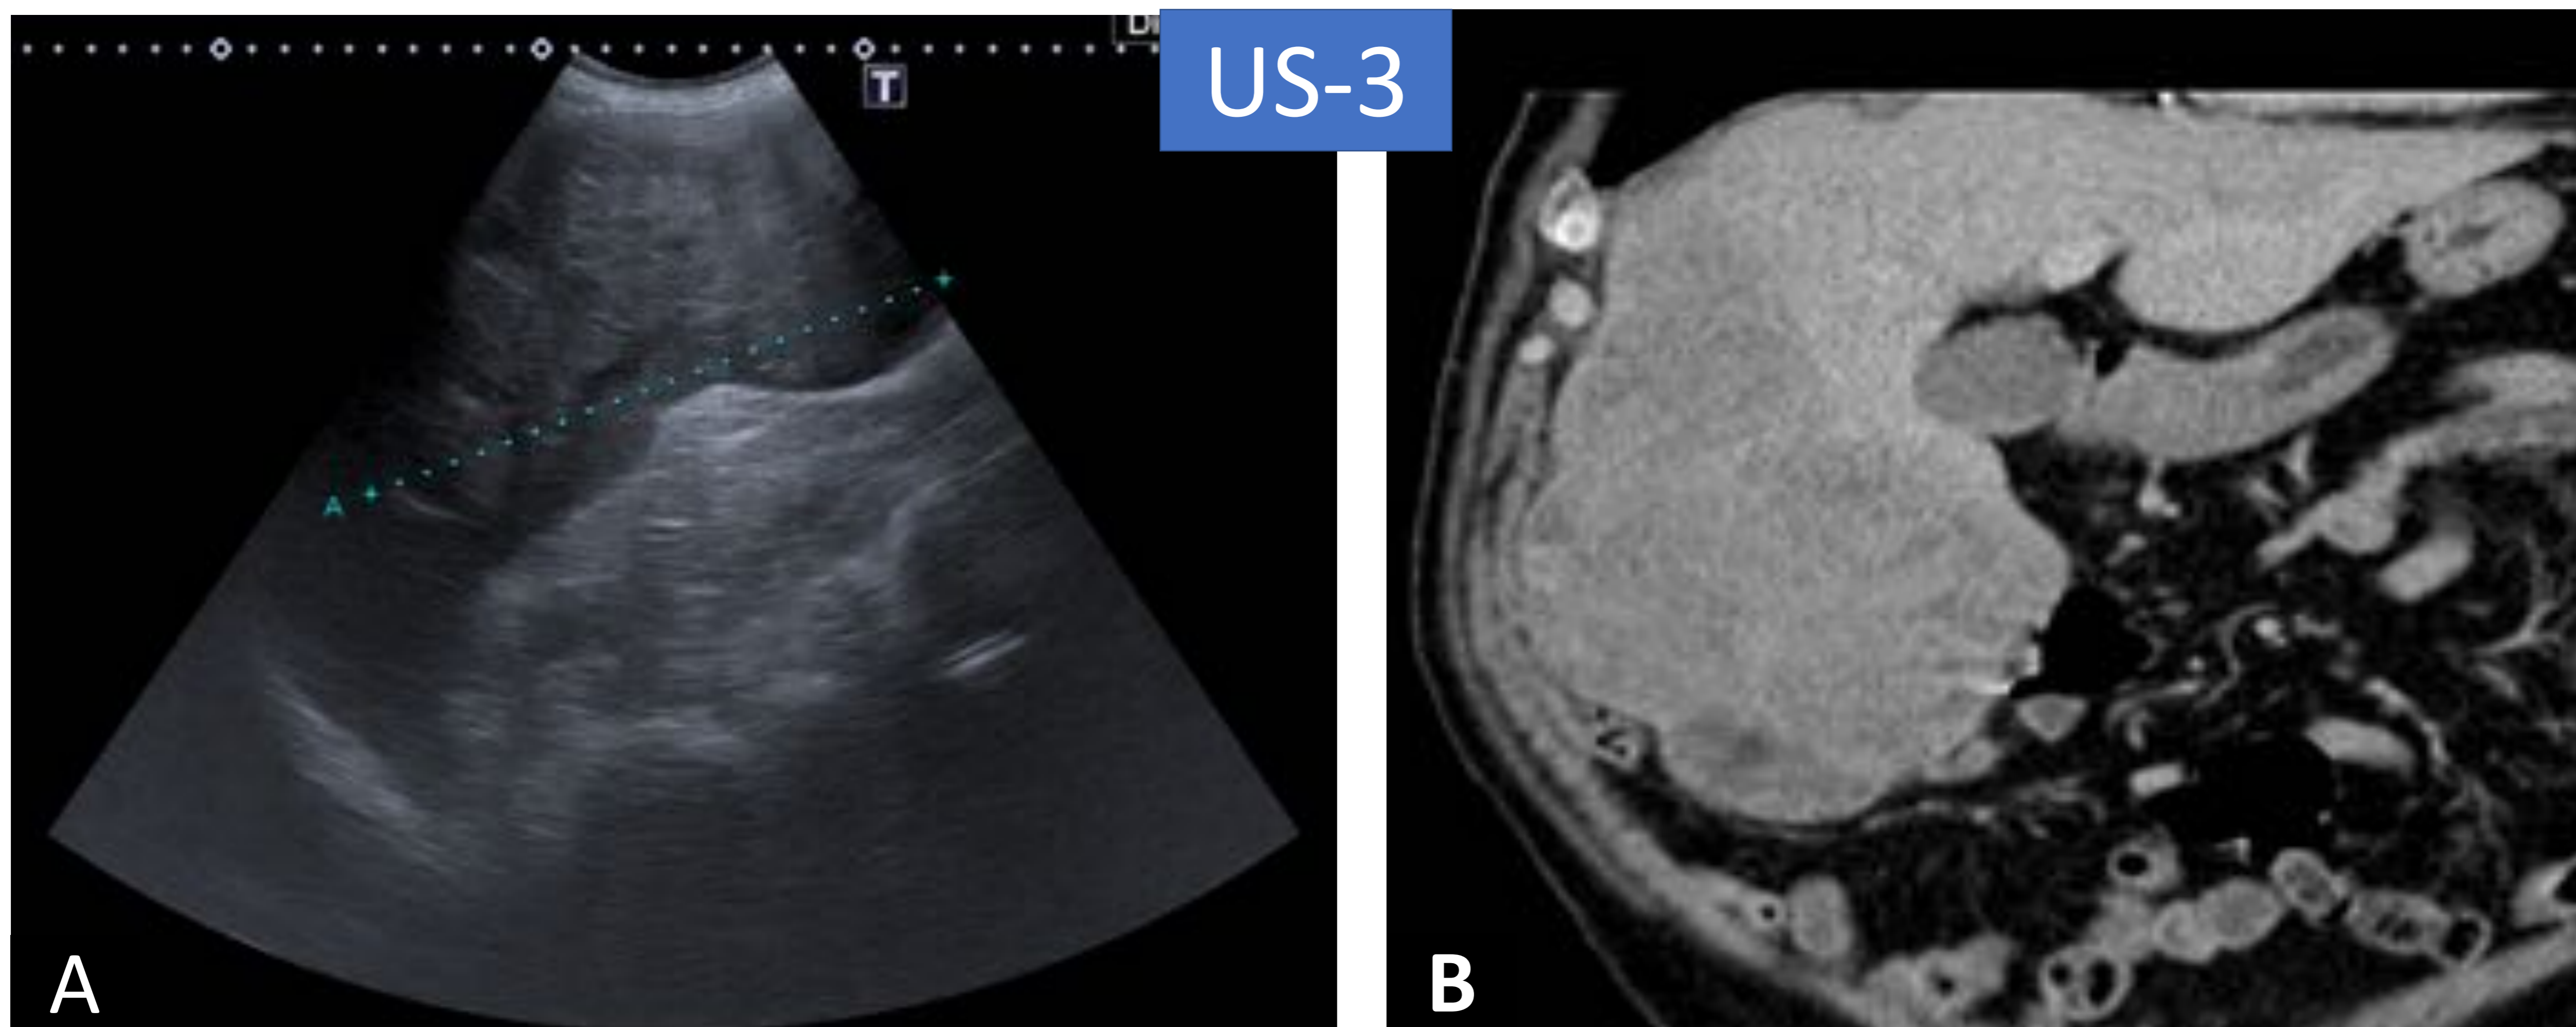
Varón de 62 años con antecedente de cirrosis hepática por VHC. Se realiza US de cribado (A): corte sagital en el que se objetiva una masa de ecogenicidad heterogénea en LHD de aproximadamente 19 cm (US-3) que no condiciona dilatación de la vía biliar intrahepática. Se realiza TC de abdomen (B) (corte coronal) identificándose hepatomegalia a expensas de la masa en LHD que ocupa los segmentos V – VIII (en imagen V y VIII). La lesión realza de forma heterogénea en fase arterial sin evidenciarse claras áreas de lavado en fase portal. Se realiza BAG que es diagnóstica de HCC bien diferenciado.
